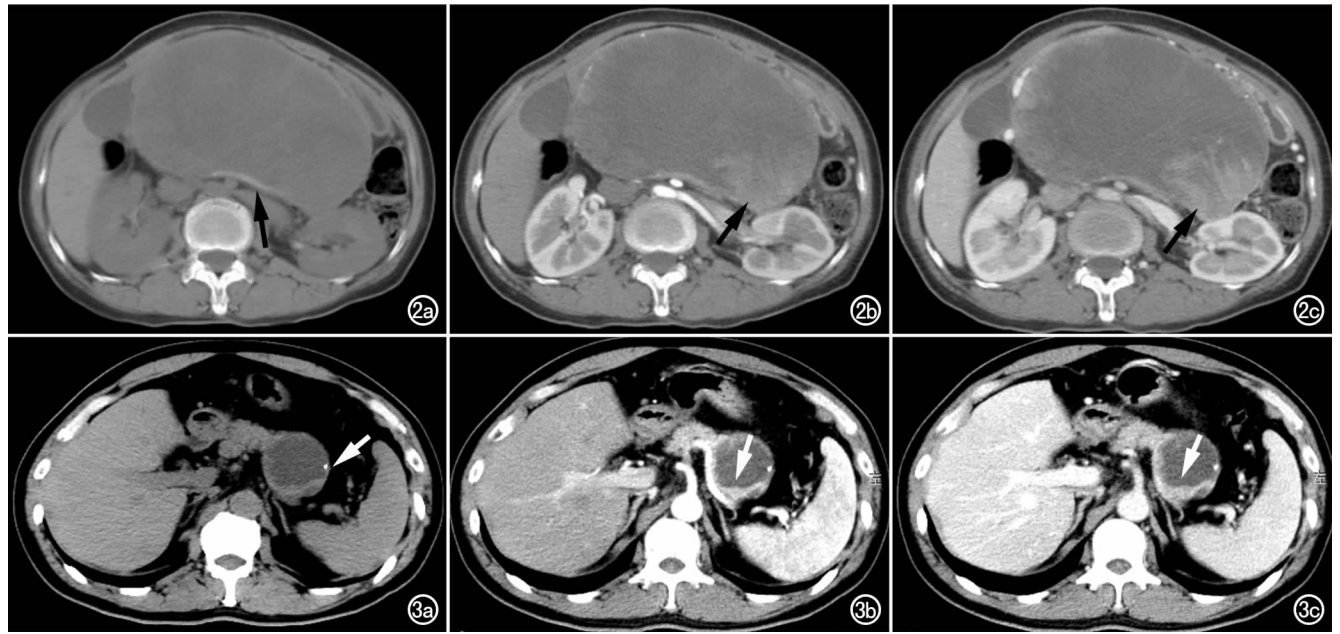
女,58 岁,SPTP。a) CT 平扫示胰腺尾部巨大囊实性低密度占位影,边缘包膜部分钙化(箭);b) 动脉期增强扫描示肿块边缘实性成份强化(箭);c) 门脉期增强扫描示肿块边缘进一步强化(箭),强化峰值在门脉期。图 3 男,58 岁,NFPNET。a) CT 平扫示胰体部囊性病灶伴边缘壁结节影,边缘点状钙化(箭);b) 动脉期增强扫描示壁结节明显强化(箭);c) 门脉期增强扫描示壁结节强化减弱(箭)。
